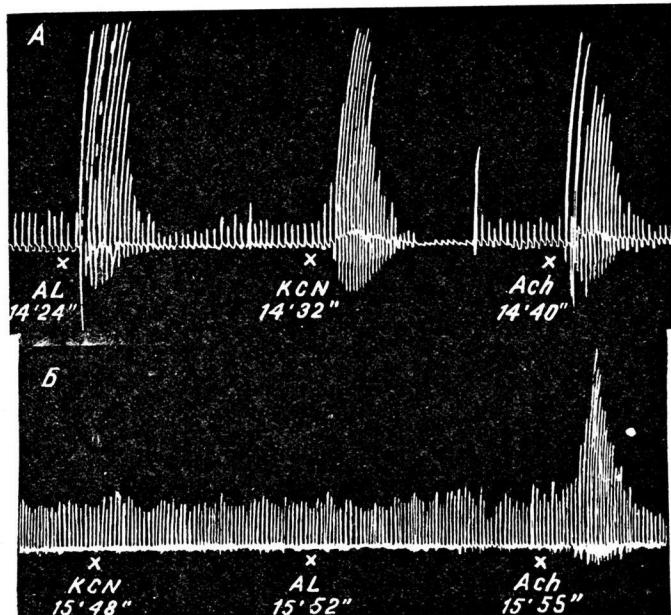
Перфузия изолированного каротидного синуса. Регистрация дыхания.
